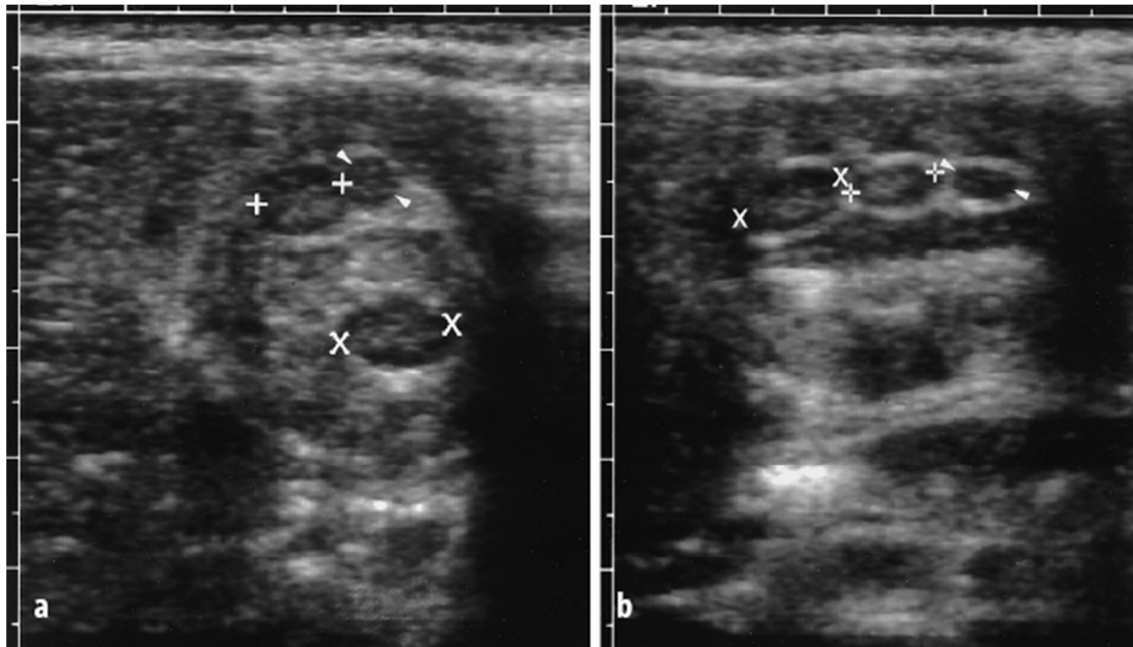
Darstellung exzentrisch gelegener Lymphknoten (markiert durch +, x und Pfeilköpfe) zwischen Invaginat und Invaginans im sonographischen Querschnitt (a) und sonographischen Längsschnitt (b) durch die Invagination (Rohrschneider 1997)
